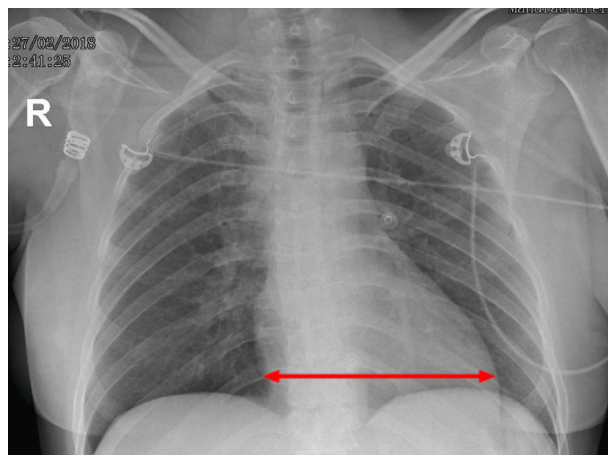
Radiografia do tórax no pré-operatório. Setas: índice cardíotorácico dentro do limite superior da normalidade.
